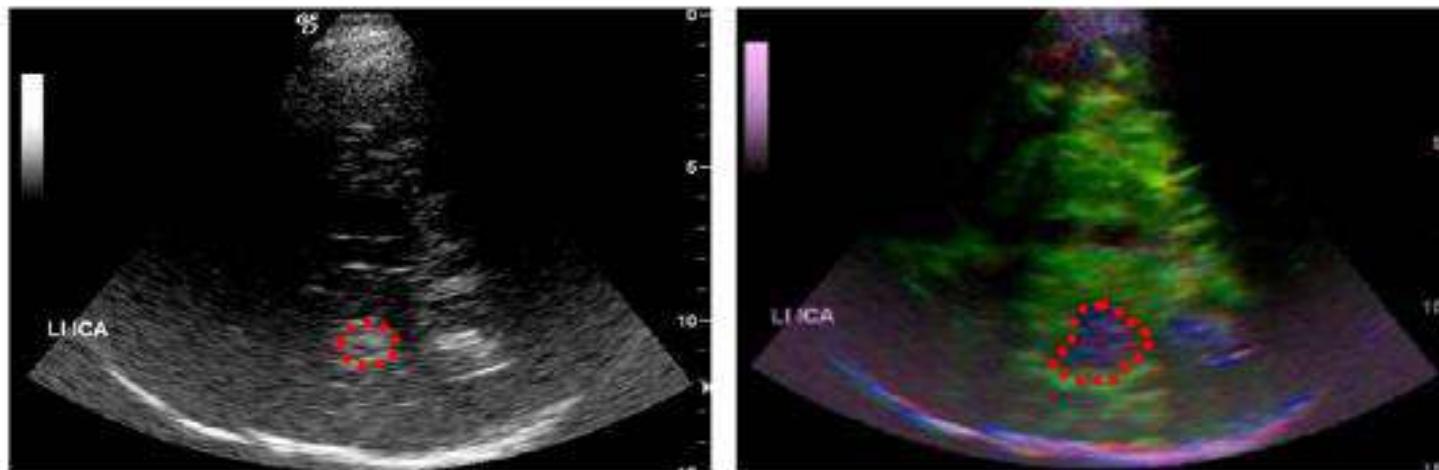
Mismatch example in transcranial gray-scale sonography and transcranial perfusion sonography. Left: Hyperechogenic lesion in transcranial gray-scale sonography; right: perfusion deficit with a mismatch exceeding the hyperechogenic lesion. LI ICA = left internal carotid artery.
